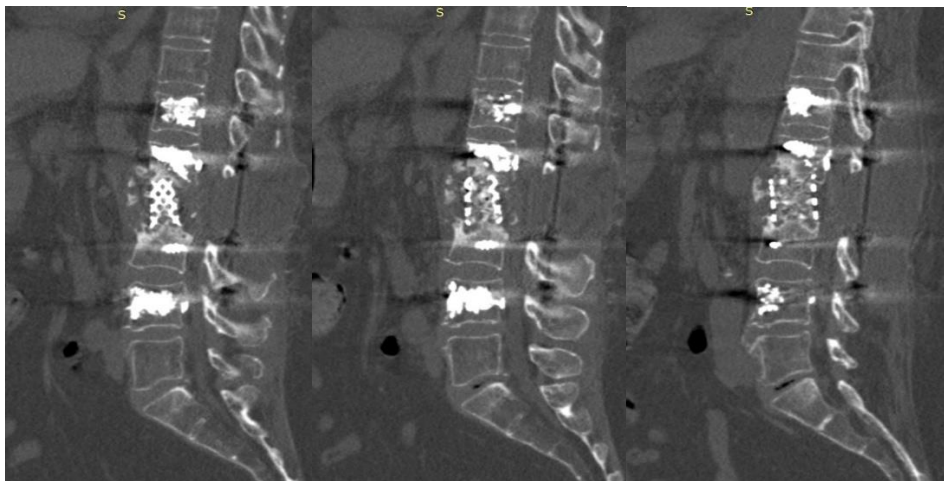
КТ пациентки Г. 56 лет после операции: транспедикулярная фиксация Th12-L1-L3-L4 с аугментацией винтов костным цементом, передний спондилодез L1-L3 кейджем с аутокостным трансплантатом
